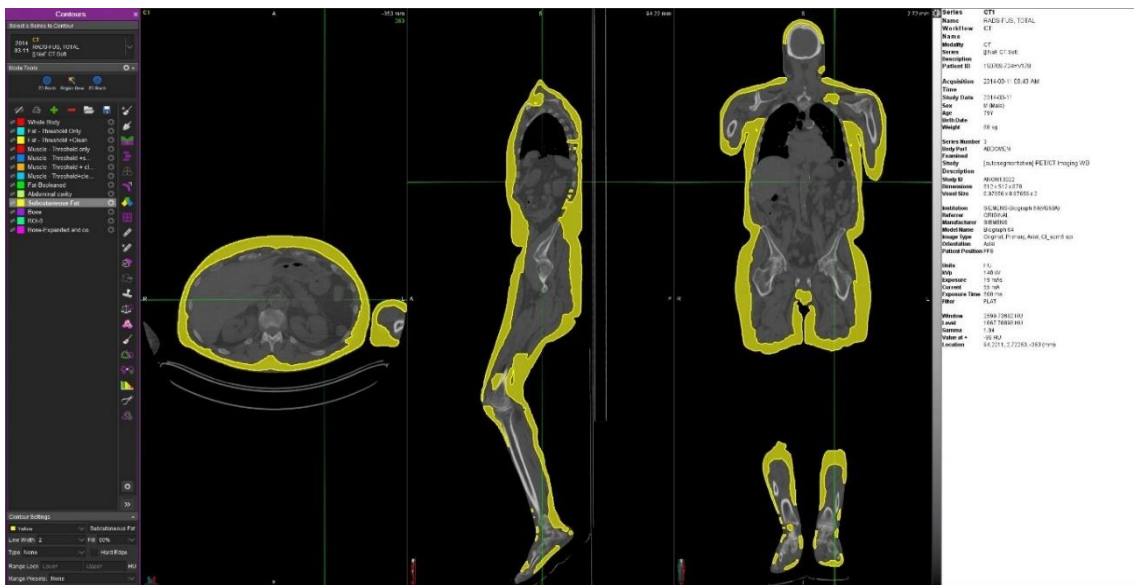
Determinación del TAS total en un paciente con cáncer analizado mediante la TC de planificación de RT. Elaboración propia.
